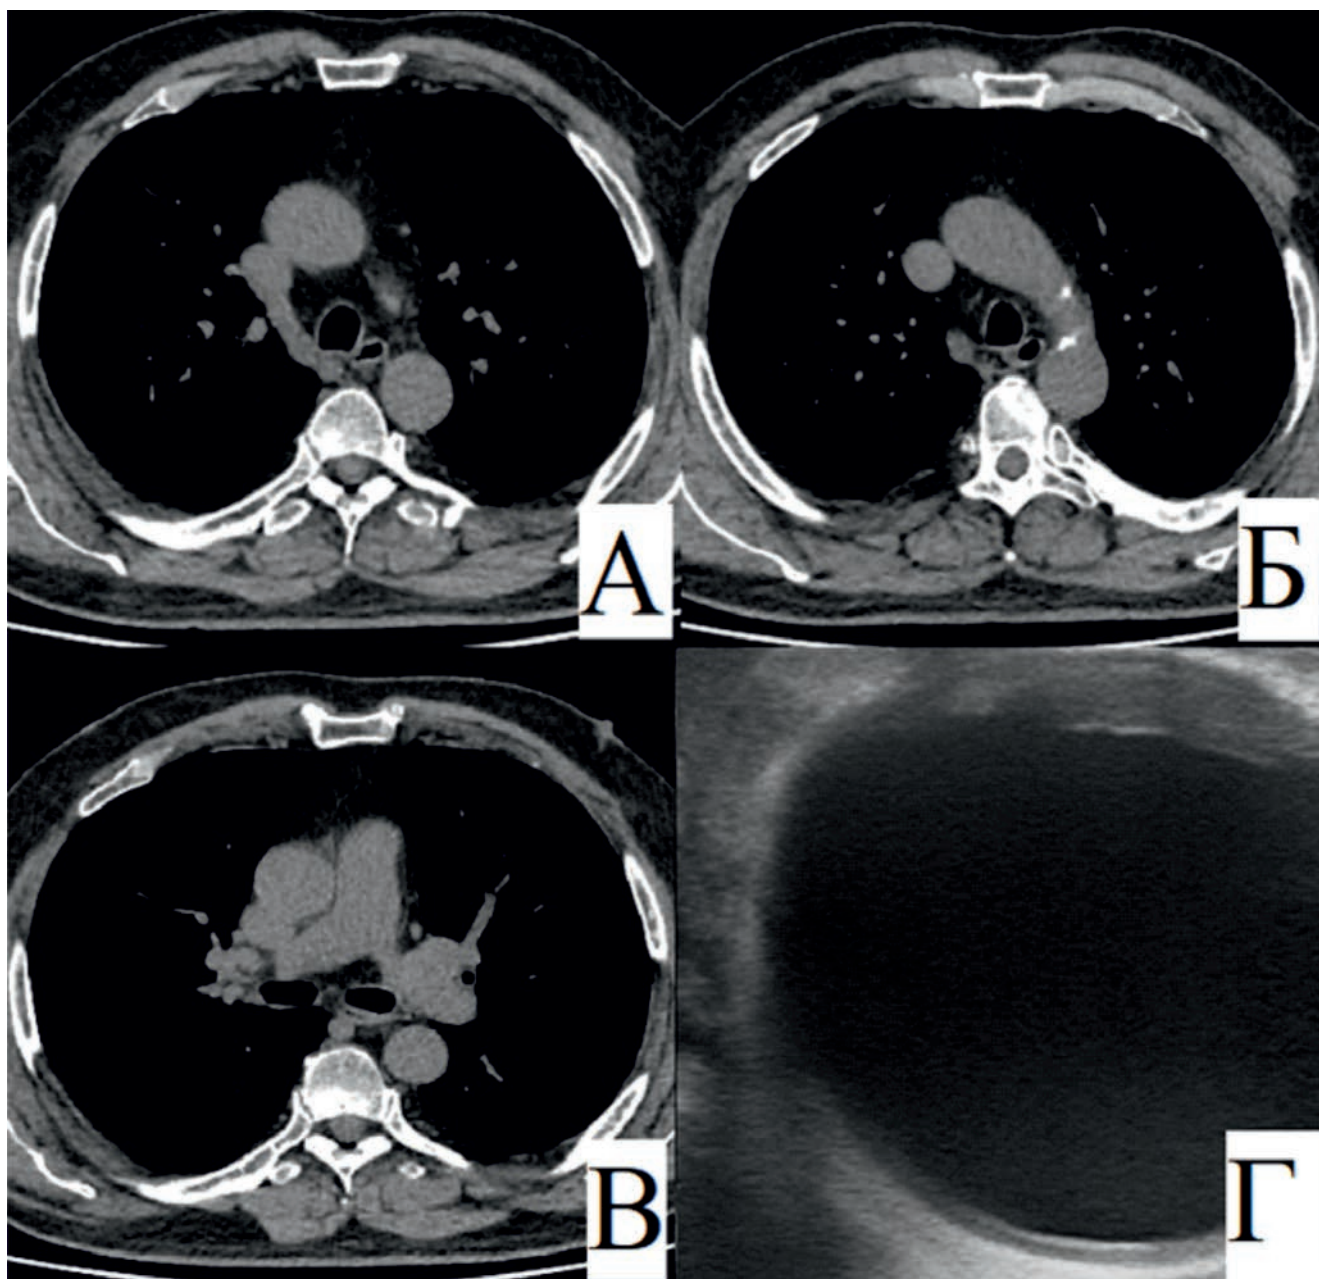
А, Б, В – компьютерная томография органов грудной клетки перед операцией – небольшие кальцинаты в стенках восходящего отдела и дуги аорты. Г – по результатам ЭпиУЗИ выраженный атероматоз с участками кальциноза
